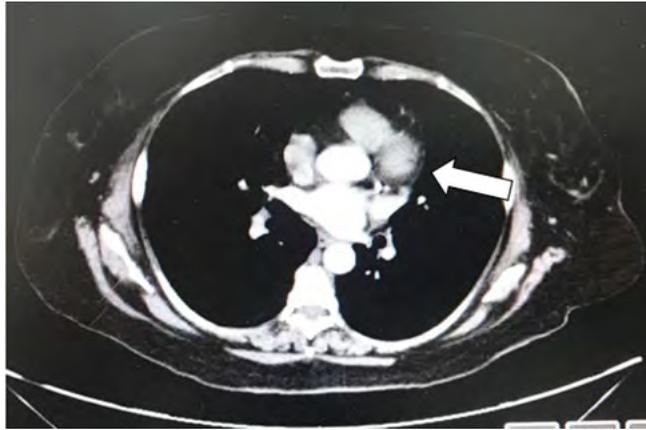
TAC de tórax, corte axial: aurícula izquierda con tumor intracardiaco (flecha).
